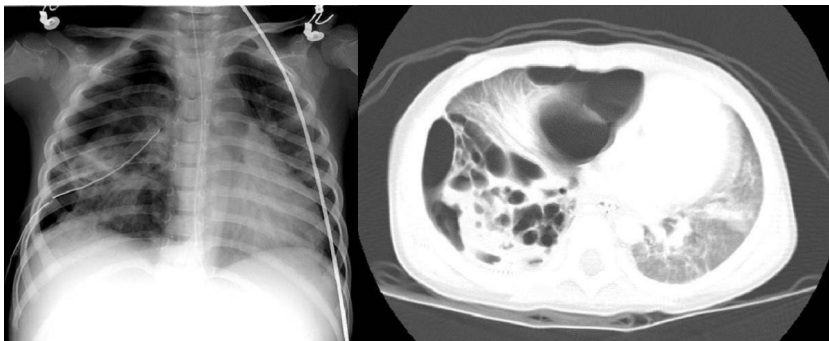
On the 28th day, a large pneumothorax was shown on the anterior and posterior aspects of the right hemithorax on chest x-ray and computed tomography. Multicystic lesions were seen in the right lower lobe, suggesting necrotizing pneumonia or a bronchopulmonary fistula.
